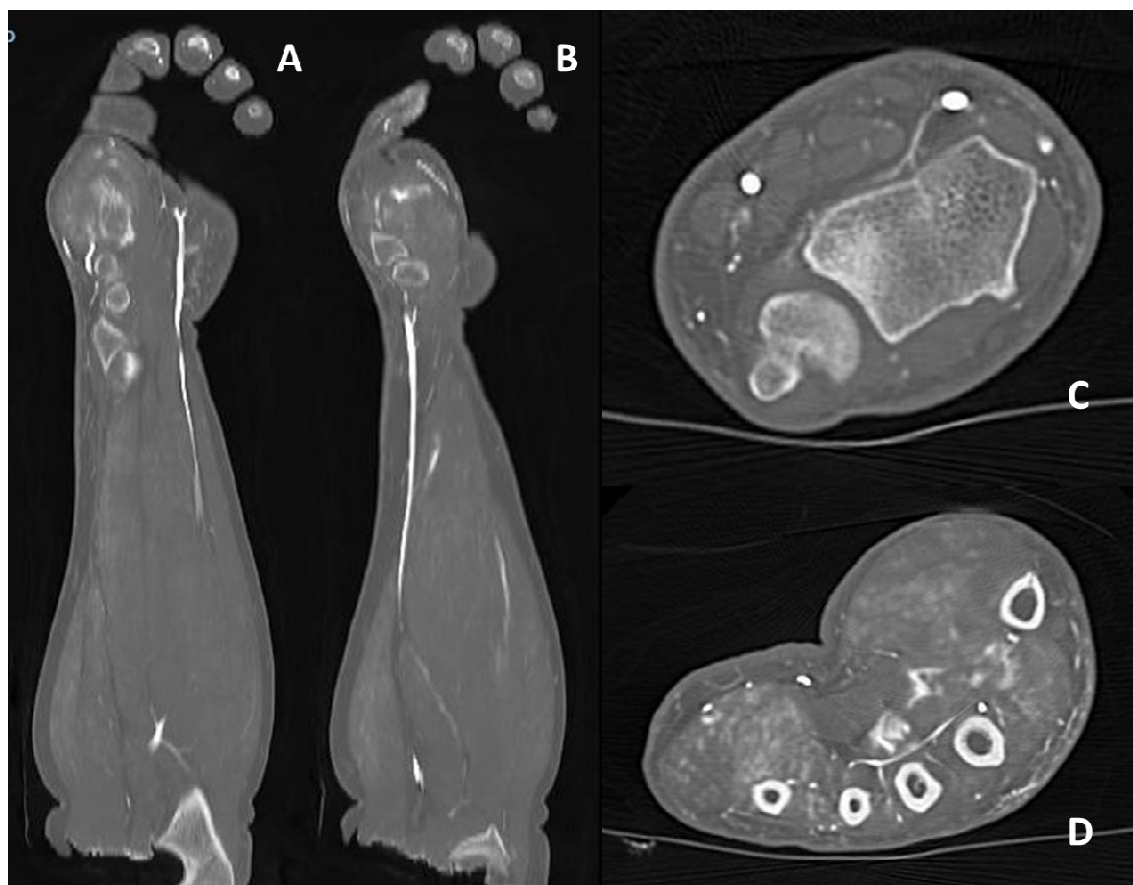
imágenes representativas de los TAC realizados en esta fase del estudio, espécimen mano derecha 10 (Caso 1337). A-B) se aprecian arterias cubital y radial respectivamente; C) arterias radial y cubital a nivel de la articulación radiocubital distal; D) arco palmar profundo.
